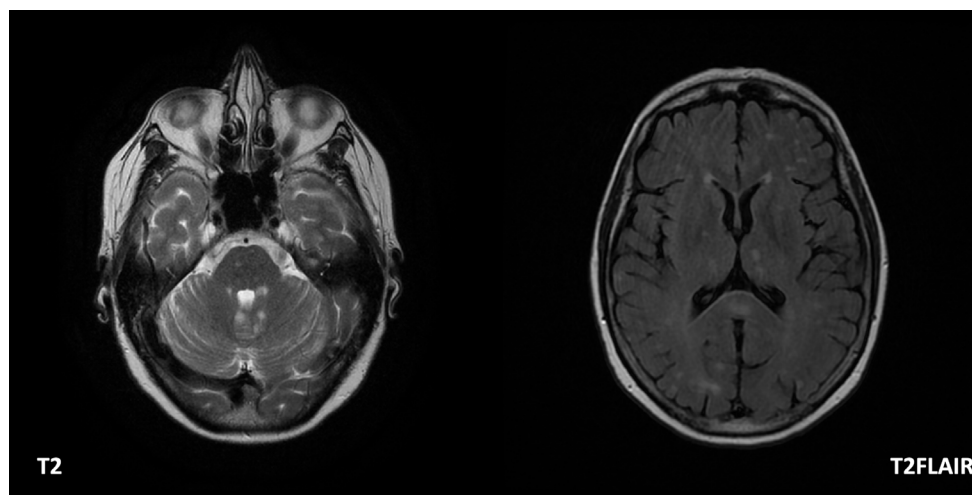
Múltiples lesiones nodulares hiperintensas en T2/T2 FLAIR en unión sustancia gris- blanca, esplenio del cuerpo calloso, tálamos y en el cerebelo, en relación con abscesos por *Nocardia*.
